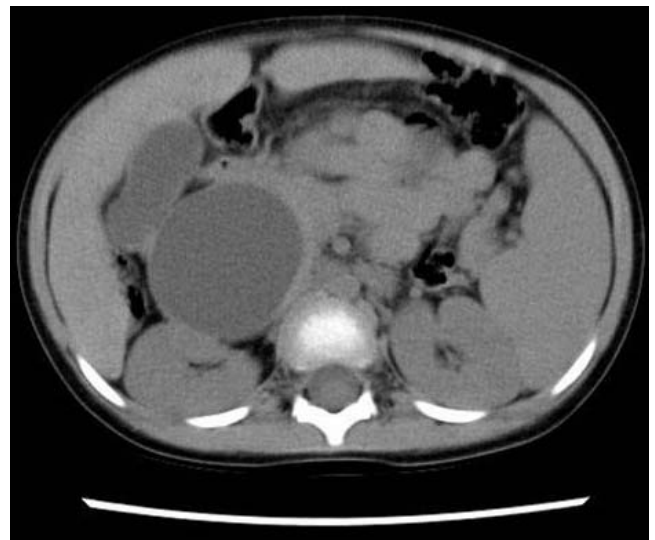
CT scan shows fusiform dilatation of common bile duct, which is consistent with choledochal cyst with Todani classification type 1 and splenomegaly.
